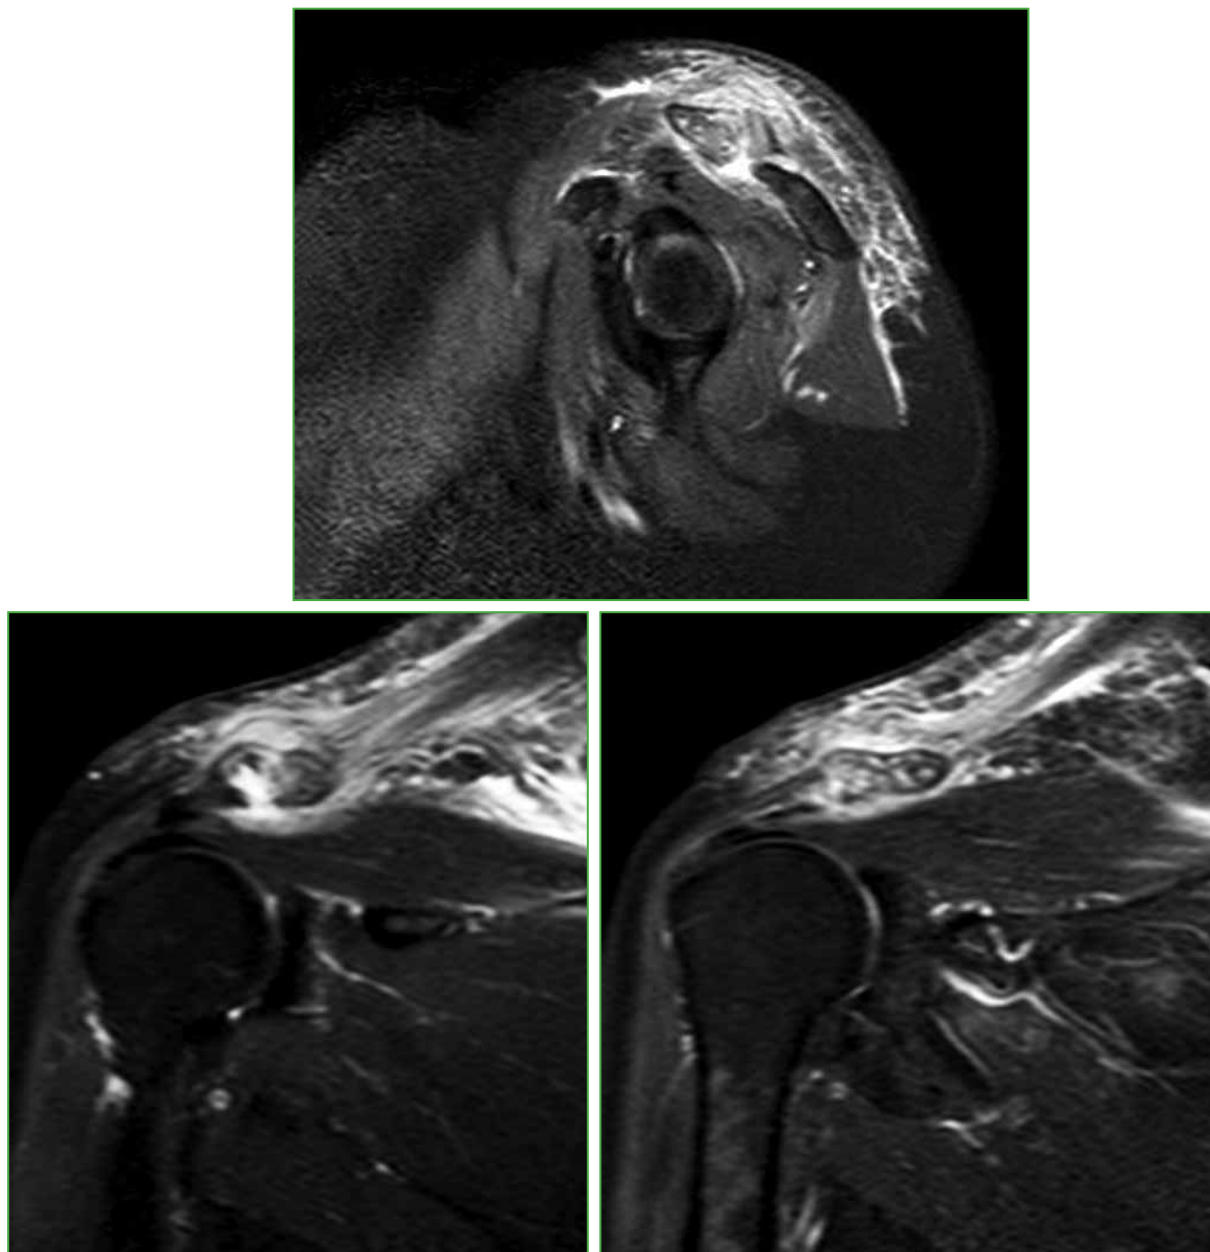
Resonancia magnética de hombro derecho, secuencia T2. Se observan irregularidades en las superficies articulares del acromion y la clavícula, asociadas a pequeñas colecciones circundantes y edema de partes blandas adyacentes.
